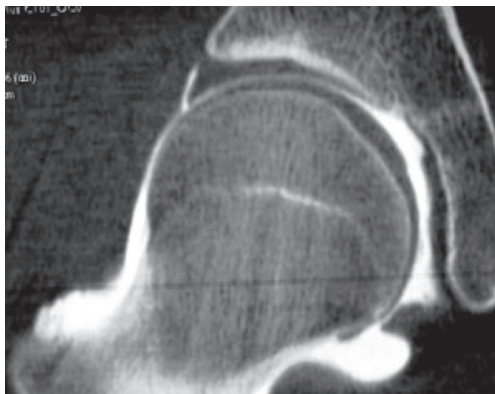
Arthro-TDM de la hanche normale, coupe frontale mettant en évidence l'épaisseur symétrique du cartilage.
